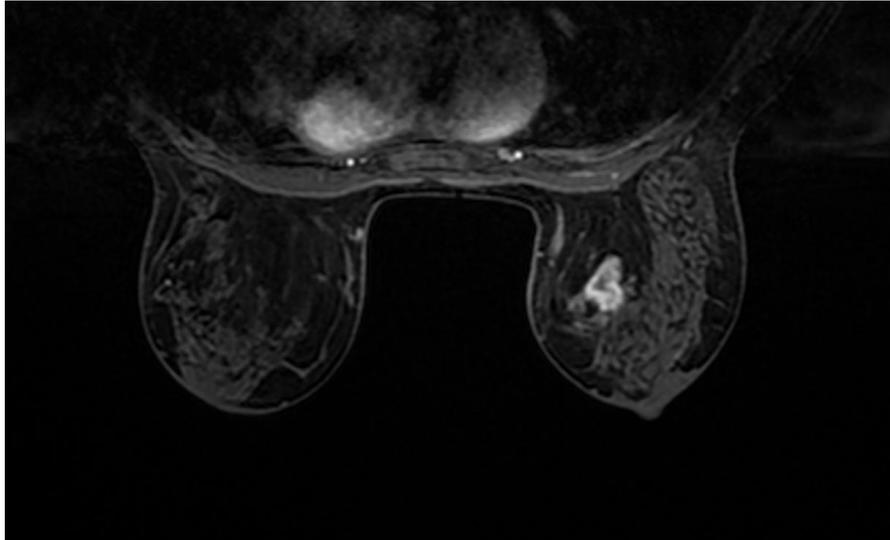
RM mamaria axial en sustracción. Realce nodular en plano medio de cuadrante superior interno de mama izquierda de morfología irregular y contornos bien definidos con un realce interno en anillo.
